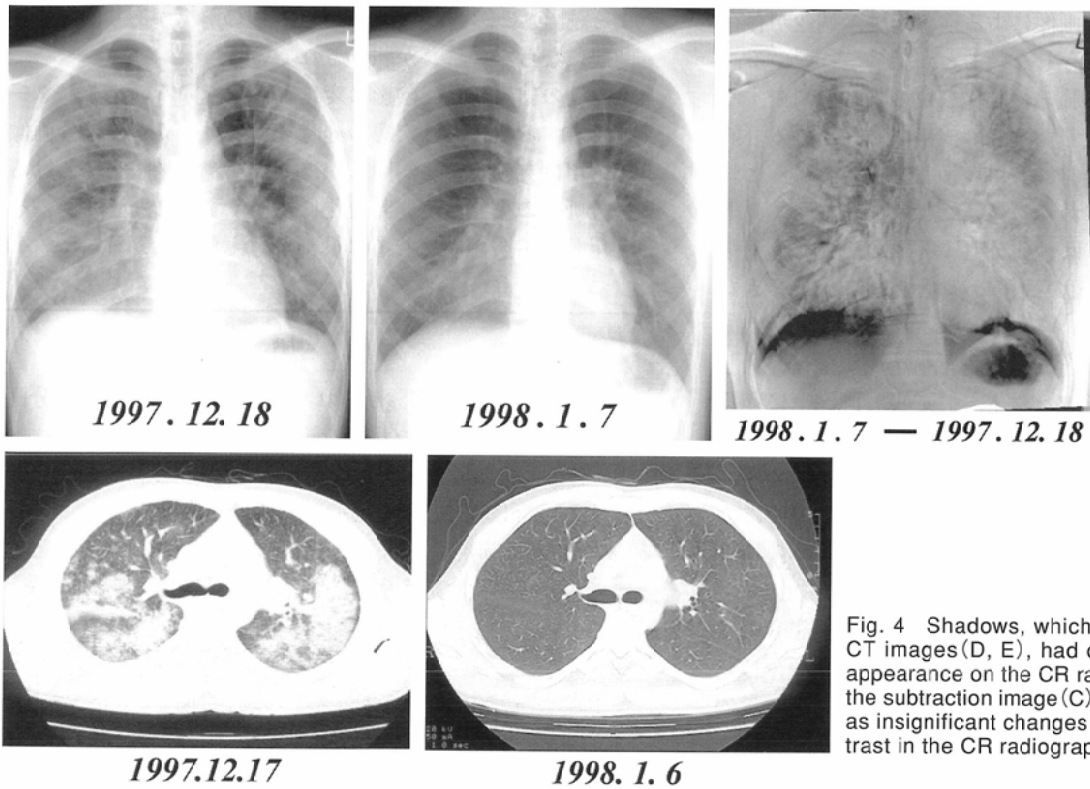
Shadows, which are clearly visible in the CT images (D, E), had only a faint ground-glass appearance on the CR radiographs (A, B). Even in the subtraction image (C), interval changes appear as insignificant changes in concentration, as contrast in the CR radiographs was very low.
